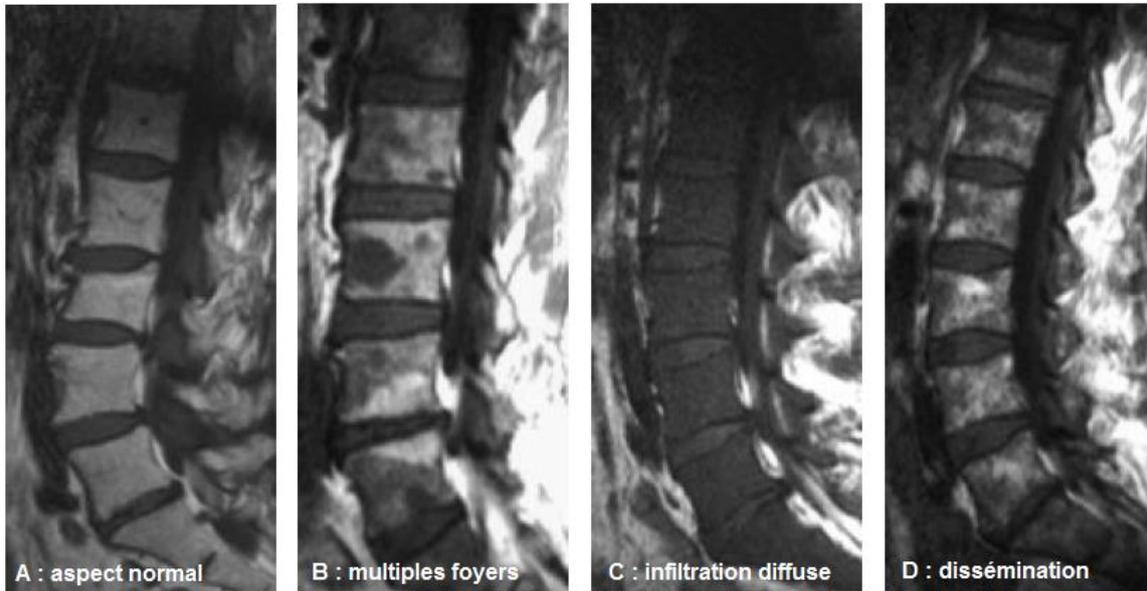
Différents types de lésions médullaires observés au niveau du rachis par IRM (32)
